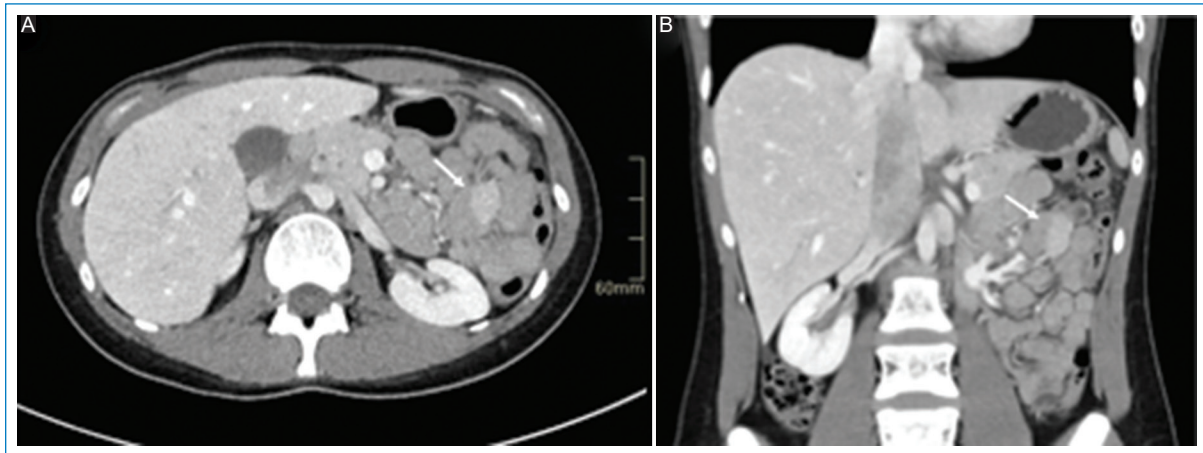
Páncreas ectópico. Tomografía computarizada con contraste intravenoso. A: corte axial. B: coronal que muestra un nódulo intramural vascularizado en el yeyuno proximal (flechas).
